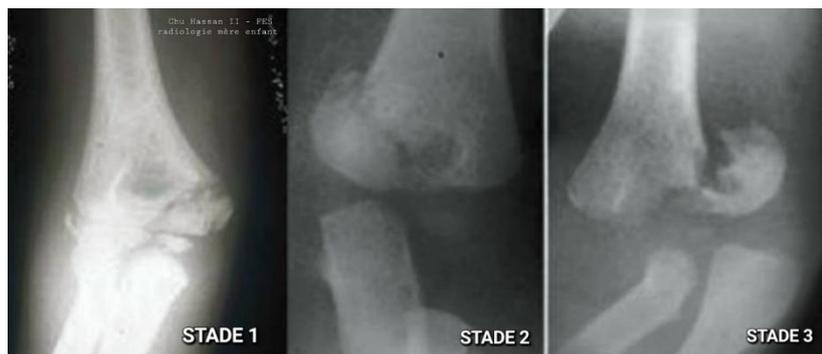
Radiographies du coude de face montrant des fractures du condyle médial selon la classification de Bensahel.
